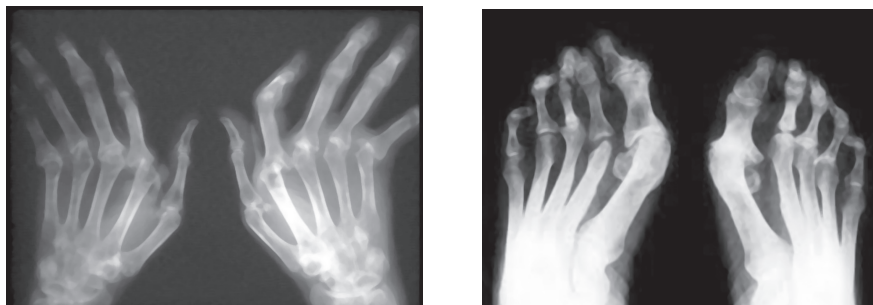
Рентгенограмма суставов при ревматоидном артрите
